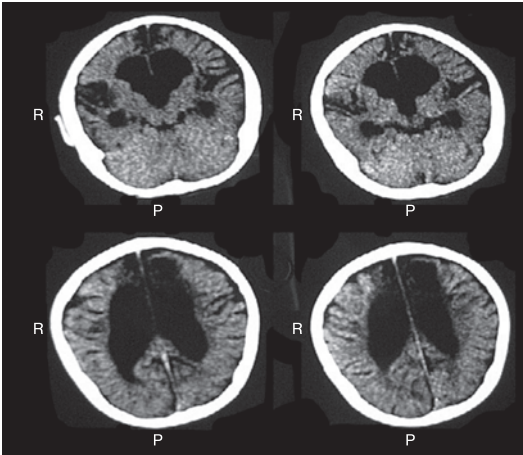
КТ головного мозга пациента с ЦНЗ: кистозная трансформация левой лобной доли, субкортикальный некроз, внутренняя гидроцефалия, очаги снижения плотности в белом веществе затылочных долей.
